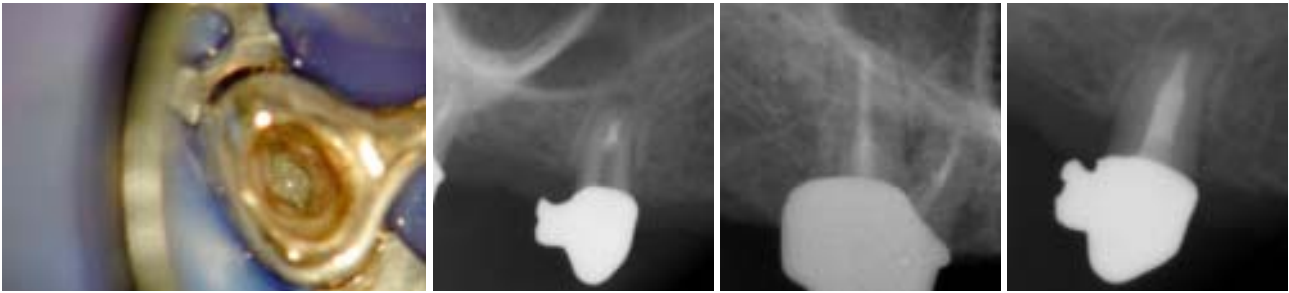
MTA Plug (klinische Situation, Röntgenkontrolle). – Abb. 12a und 12b: Zähne 17 und 15 – Röntgenkontrollaufnahmen.
